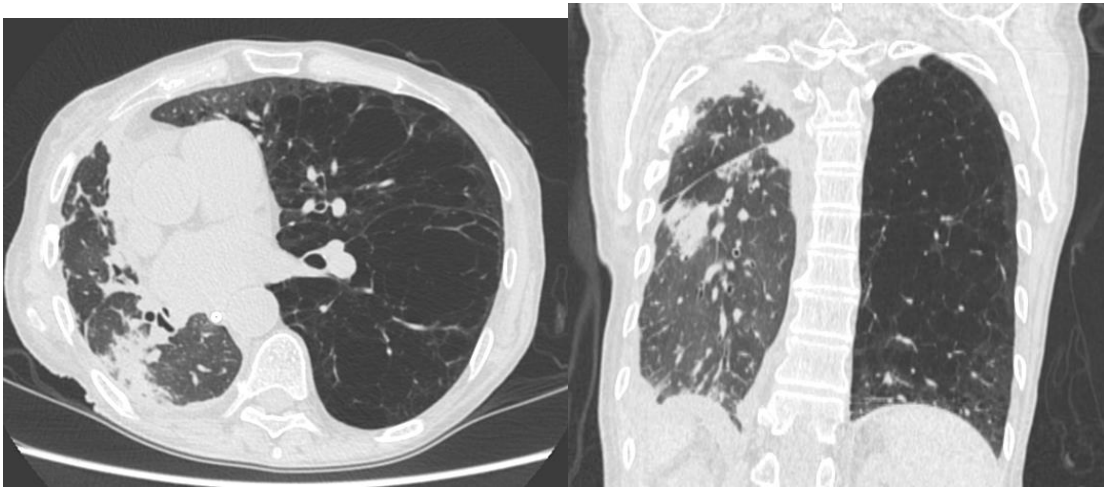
Pulmonary tuberculosis in a 48-year-old man with right lung transplant. (a) Axial and (b) coronal HRCT images, demonstrating a right lung with diffuse pleural thickening, peripheral linear opacities and consolidation in the superior segment of the right lower lobe. Left lung has an increased volume due to extensive panacinar emphysema.
